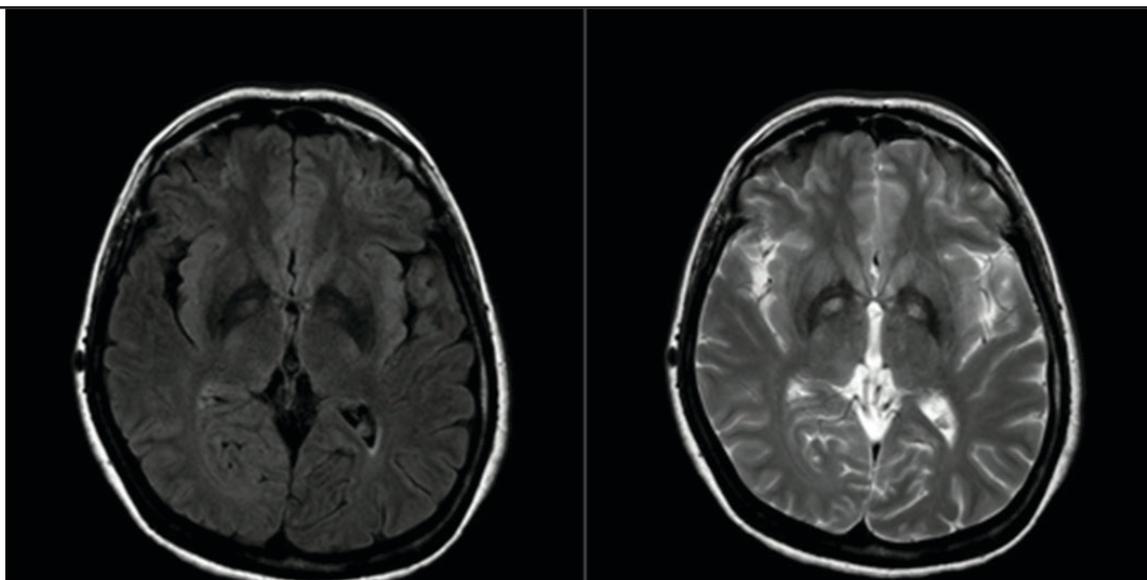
Hipodensidad en secuencias FLAIR y T2 con hiperintensidad central en globos pálidos bilaterales (Signo de Ojos de Tigre)
